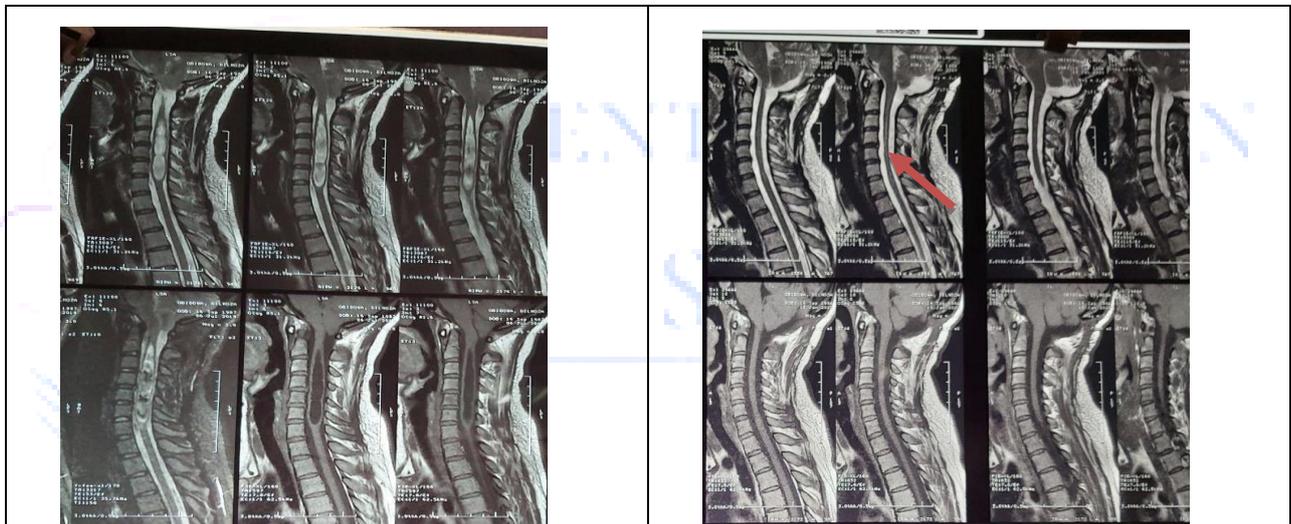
МРТ пациента с аномалией Киари I типа и сирингомиелией до операции (а) и через 6 мес. после нее (б). Красными стрелками указана зона декомпрессии, синими - исчезновение сирингомиелии.
